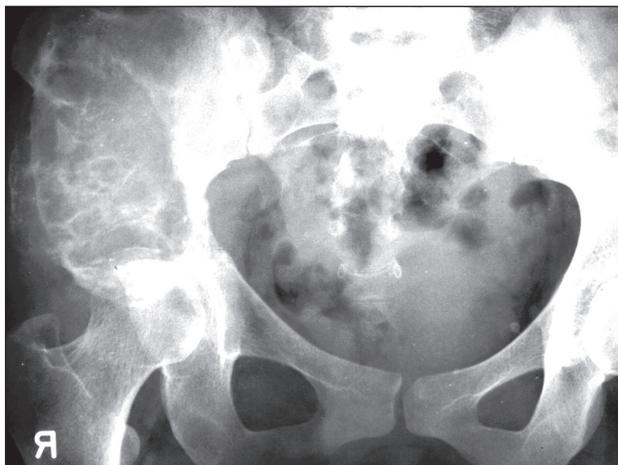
Фрагмент обзорной рентгенограммы костей таза больной Г. Крыло и тело правой подвздошной кости умеренно вздуты, литически разрушены
